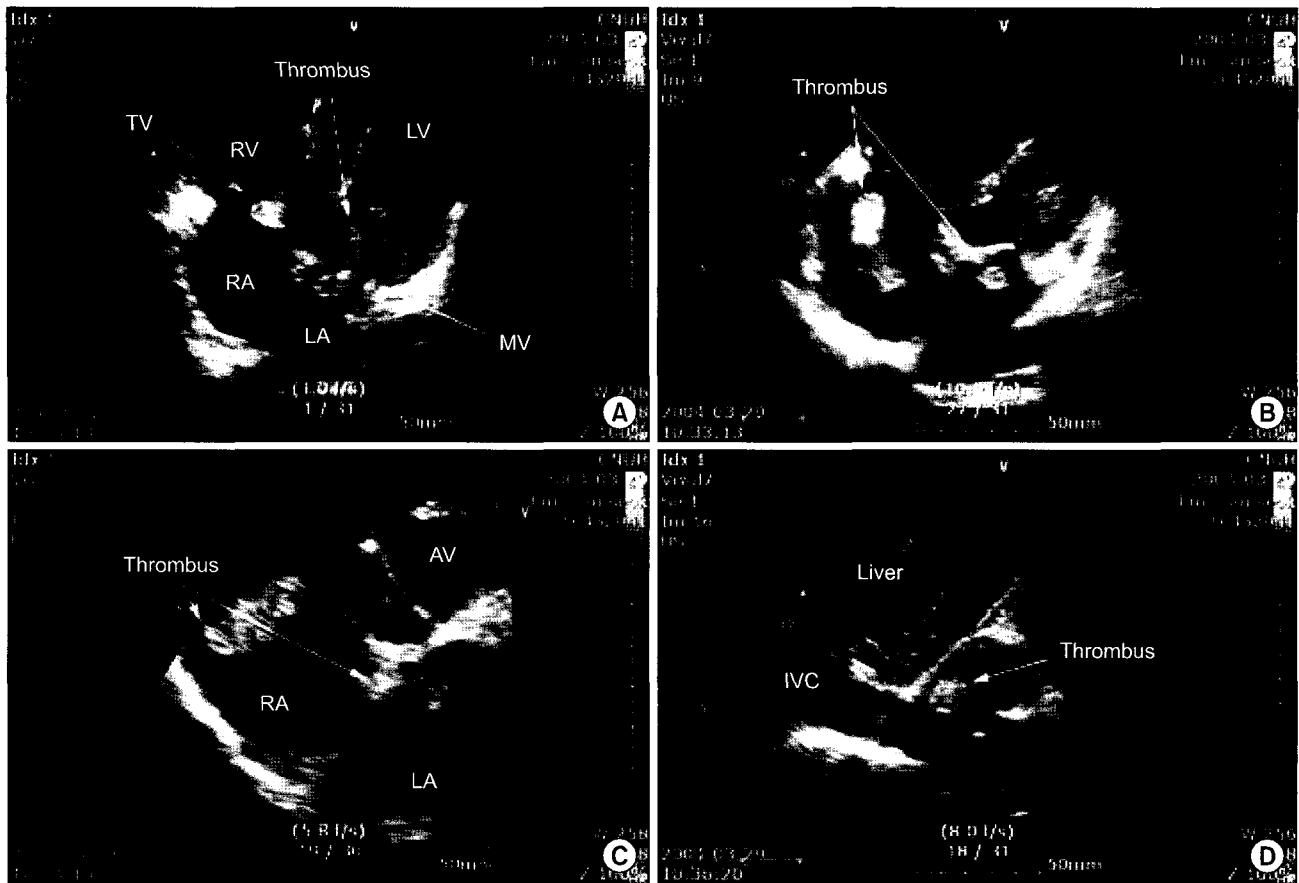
Preoperative transthoracic echocardiography. (A), (B) & (C) shows a thrombus in RA connected into RV via tricuspid valve and traversed into LA & LV via interatrial septum. (D) shows a thrombus in dilated IVC and RA. RA=Right atrium; RV=Right ventricle; LA=Left atrium; LV=Left ventricle; IVC=Inferior vena cava.
